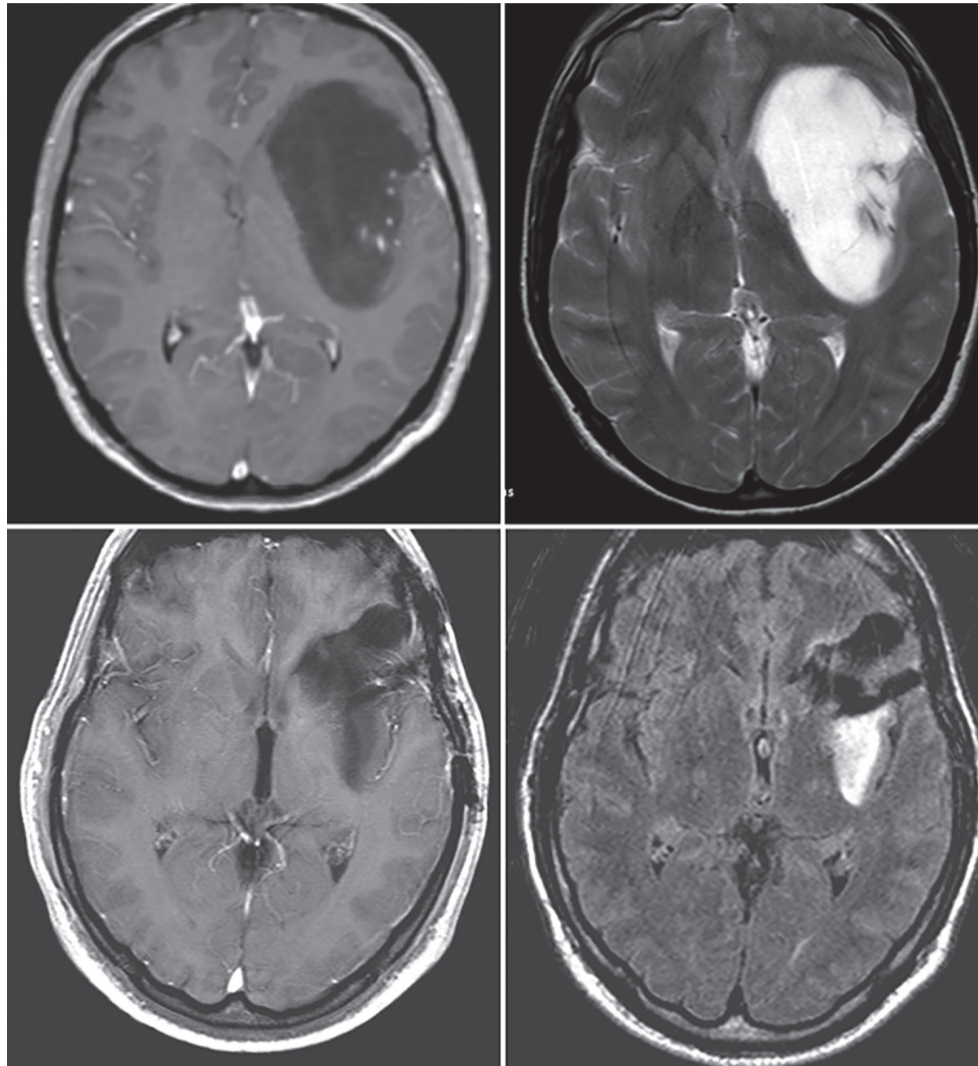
Доопераційні (верхній ряд) та поопераційні (нижній ряд) аксіальні МР-зображення. На доопераційних контрастно підсиленних T1 - зважених (зверху ліворуч) та FLAIR (зверху праворуч) зображеннях представлена великих розмірів інсулярна гліома II ступеня зліва без залучення в процес передньої пронизаної речовини. На поопераційних контрастно підсиленних T1 - зважених (знизу ліворуч) та FLAIR (знизу праворуч) зображеннях представлено субтотальне видалення пухлини з резидуальним компонентом у задній ділянці домінантної інсули. Резидуальна пухлина свідомо залишена через такі складнощі експозиції цієї ділянки: 1) венозна біфуркація в задніх відділах сільвієвої щілини, що перешкоджає відкриттю на цьому рівні; та 2) виявлений шляхом інтраопераційної стимуляції роландичний оперкулум, функціонально важливий для мови, що перешкоджає трансперкулярному доступу. Післяопераційний дефіцит у пацієнта не спостерігався.
